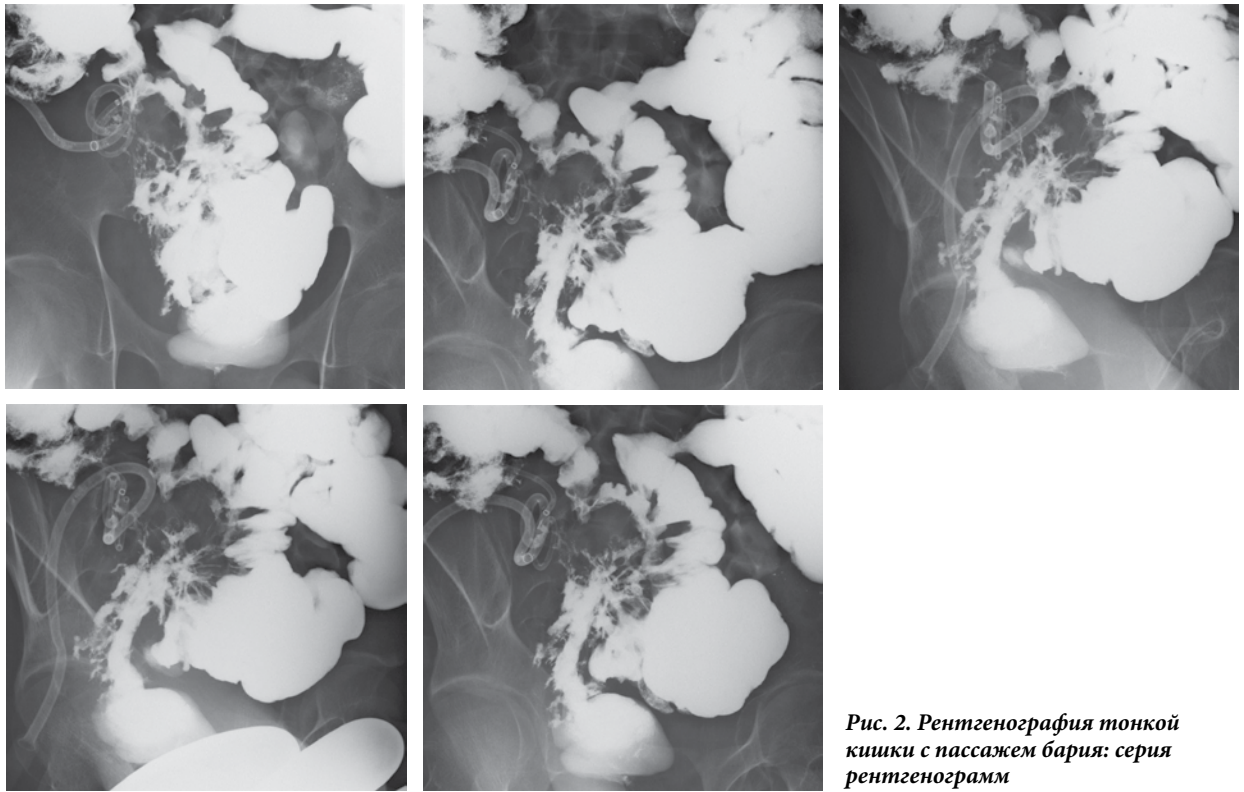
Рентгенография тонкой кишки с пассажем бария: серия рентгенограмм
